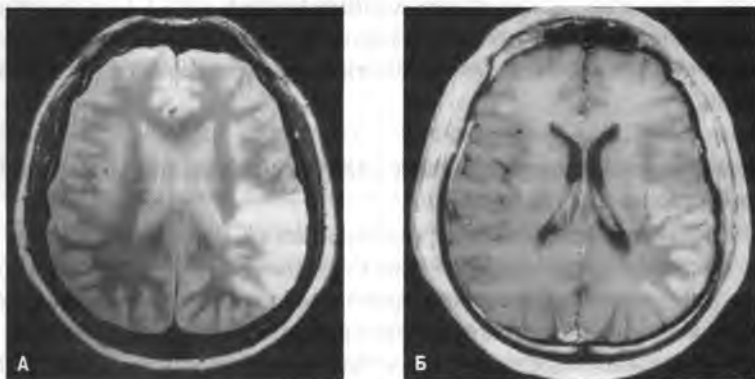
МРТ-изображения инфаркта в задних отделах бассейна средней мозговой артерии в острой стадии: А — изображение в режиме протонной плотности, Б — изображение в T_1 -режиме с гадолиниевым контрастированием (обратите внимание на характерное для инфарктов контрастирование извилин)
